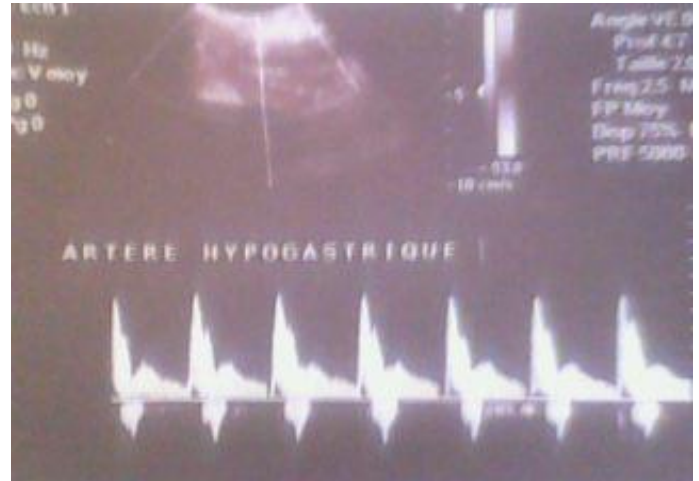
aspect doppler après ligature bilatérale des hypogastriques
